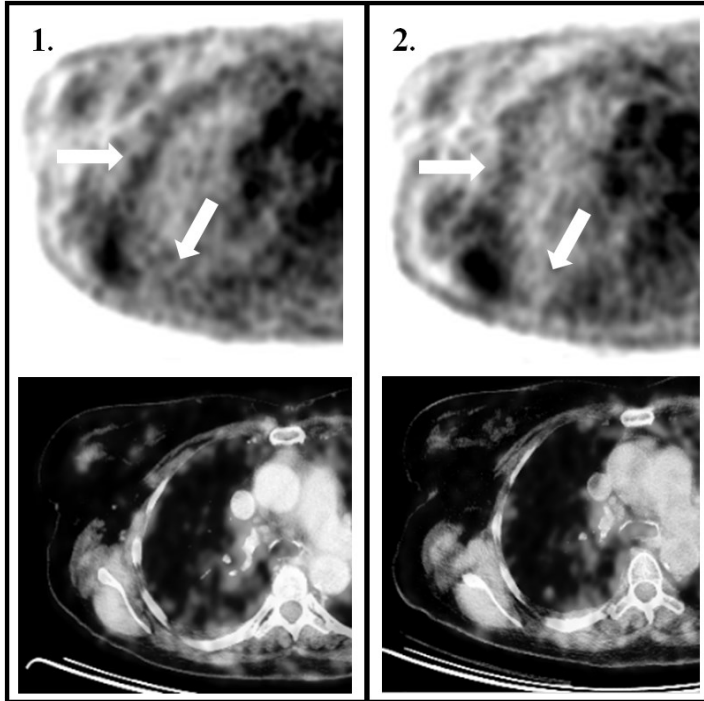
FDG-Anreicherung in einem benignem Pleuraerguss im Dual-Time-Point F-18 FDG-PET/CT-Verfahren I.
